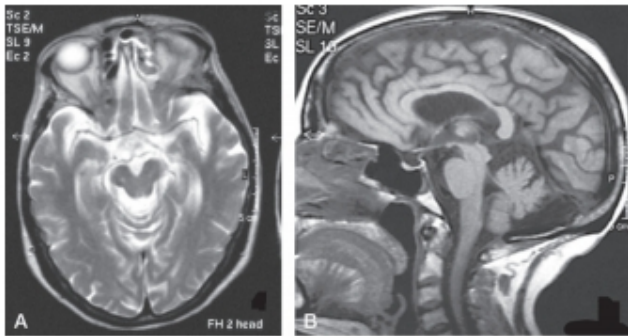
Parálisis supranuclear progresiva. A. RM en la que se aprecia atrofia del tronco, especialmente del dorso o tegmento. B. RM en la que se aprecia atrofia del cerebelo.
